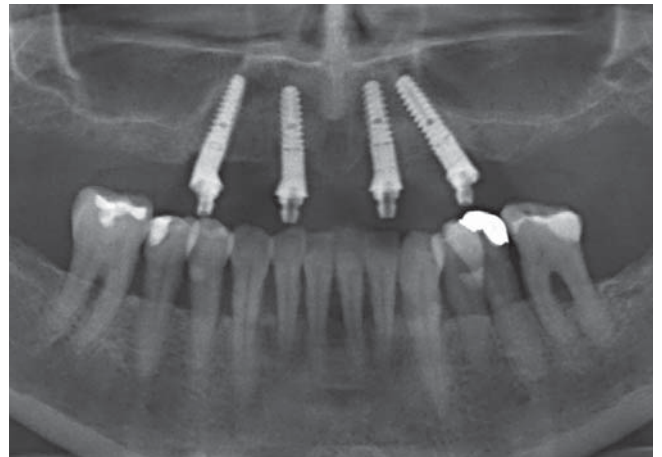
Röntgenologische Kontrolle nach dem Einsetzen der angulierten Aufbauten
